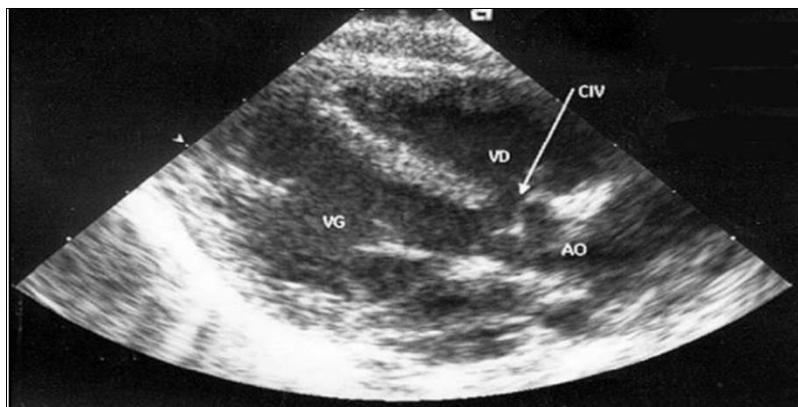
Échocardiographie d'une CIV pérимembraneuse avec extension musculaire trabéculée en coupe parasternale grand axe. [5]
